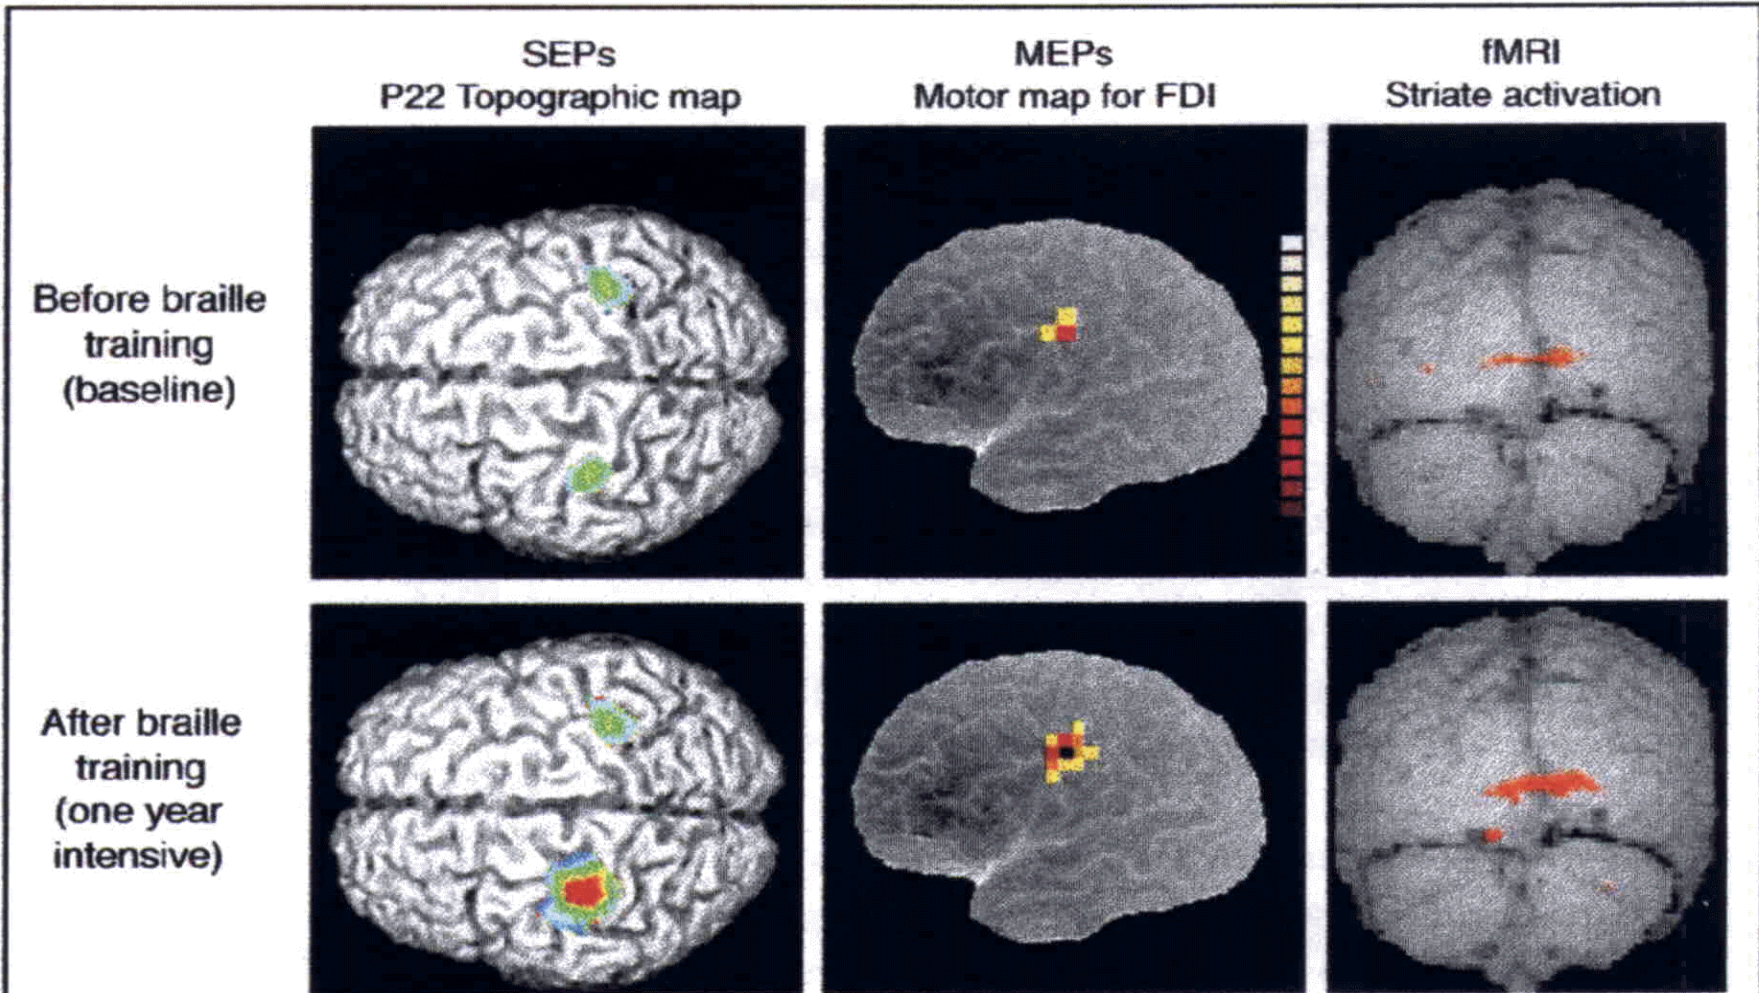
Evidence of plasticity in sensory, motor and occipital cortex in early-blind subjects after learning Braille. Representative examples are shown from the studies performed before (top) and at the end of one year of learning Braille (bottom). The different studies were conducted on different subjects using somatosensory evoked potentials (SEPs) to mechanical stimuli to the index finger pad, motor mapping with TMS of the potentials evoked in the first dorsal interosseus (FDI) muscle (the side-to-side mover of the index finger), and functional magnetic resonance imaging (fMRI) while reading Braille characters. (Adapted from Refs 13,18.)
